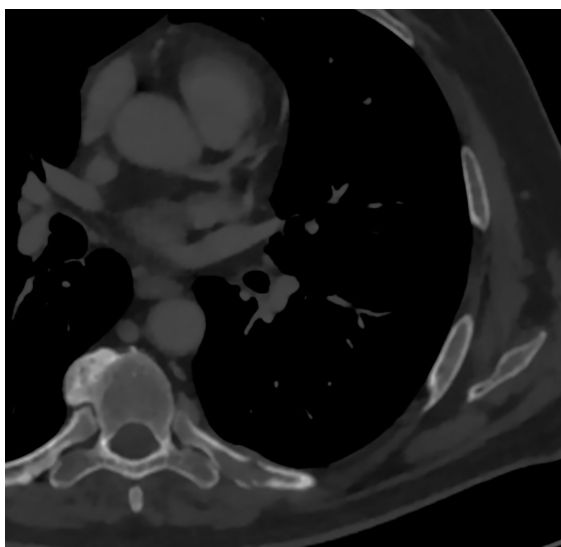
МСКТ-изображение метастаза 7 ребра слева
